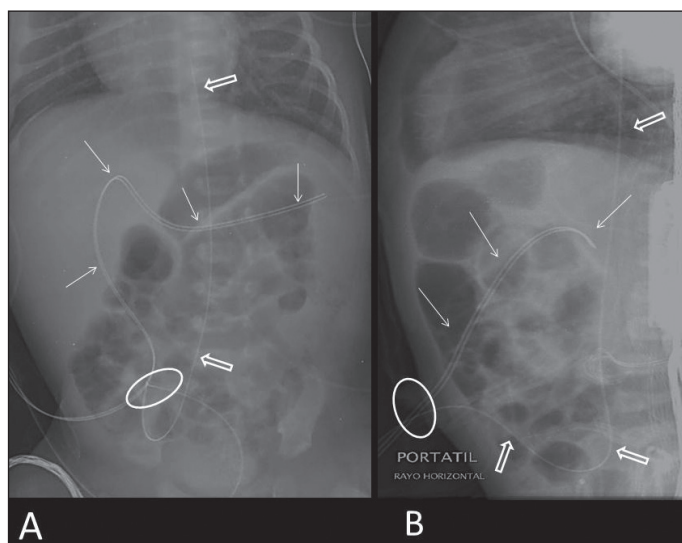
Radiografía simple de abdomen anteroposterior (A) y lateral con rayo horizontal (B), permite demostrar la posición y el trayecto de los catéteres umbilicales. El círculo blanco muestra el sitio del cordón umbilical. Es visible el catéter arterial umbilical (flechas gruesas) que se dirige desde la región umbilical a la arteria iliaca interna derecha y posteriormente ingresa a la aorta abdominal y luego a la aorta torácica, con su extremo distal a nivel de la 8ª vértebra dorsal.
